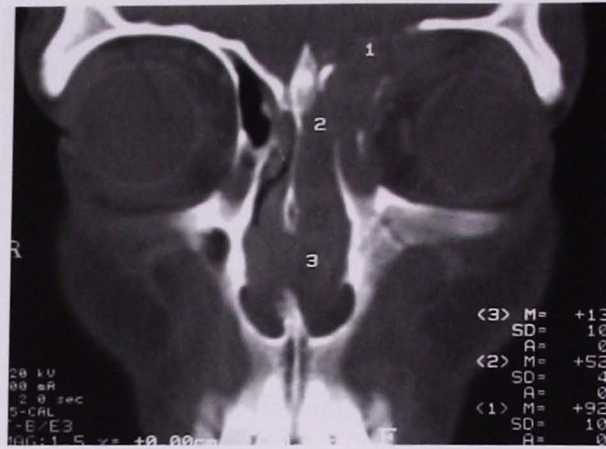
Tomografía computada de nariz y senos paranasales simple en corte corona, en la cual se observa isodensidad de tejidos blandos ocupando ambas fosas nasales, celdillas etmoidales anteriores izquierdas con lisis de pared medial de órbita e invasión de ésta por dicha isodensidad; desplazamiento del globo ocular y lisis de lámina horizontal de etmoides con diseminación tumoral intracraneal.
